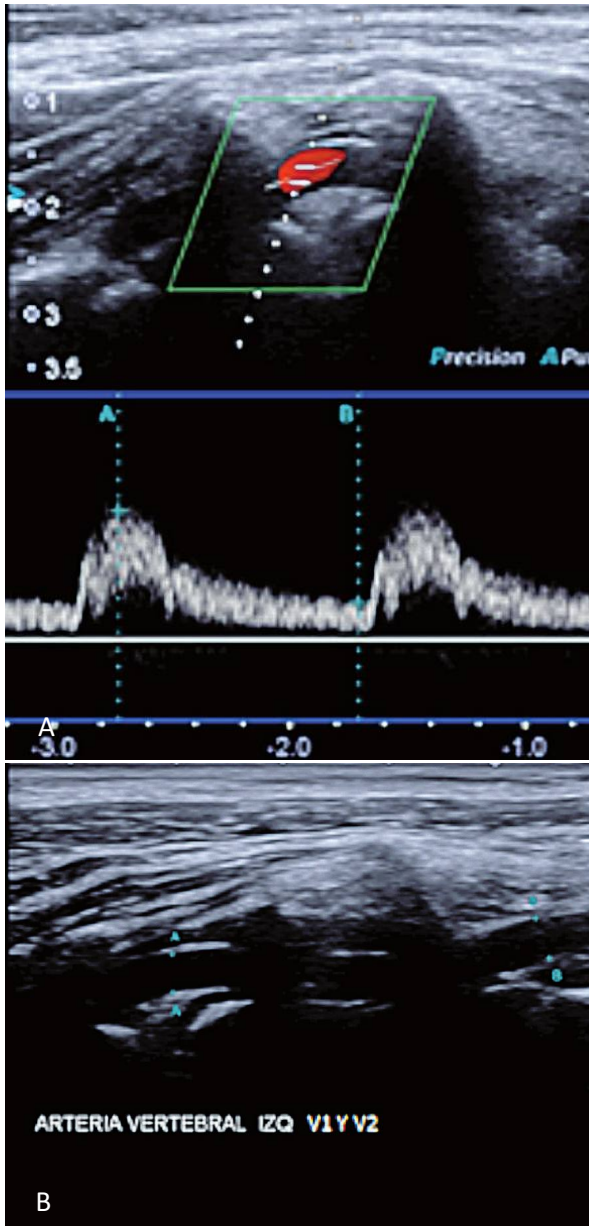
Doppler espectral y diámetros de la arteria vertebral izquierda (no hipoplásica).
